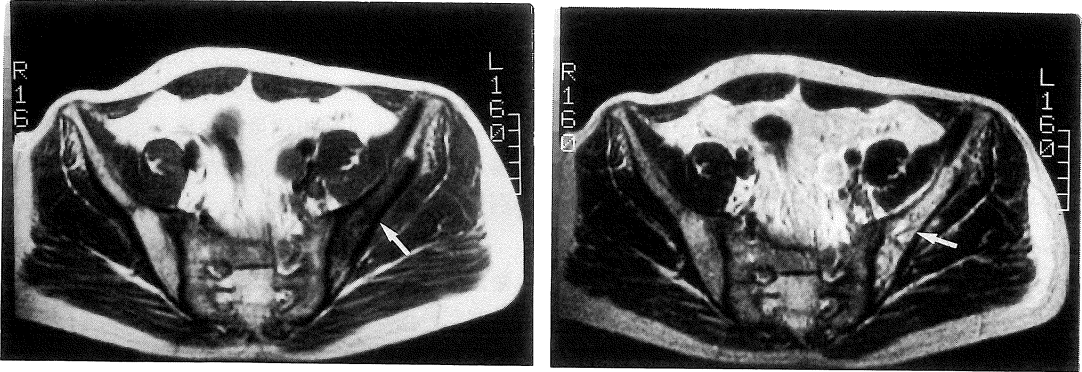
A. TR 600 msec, TE 20 msec ; T1-weighted image
